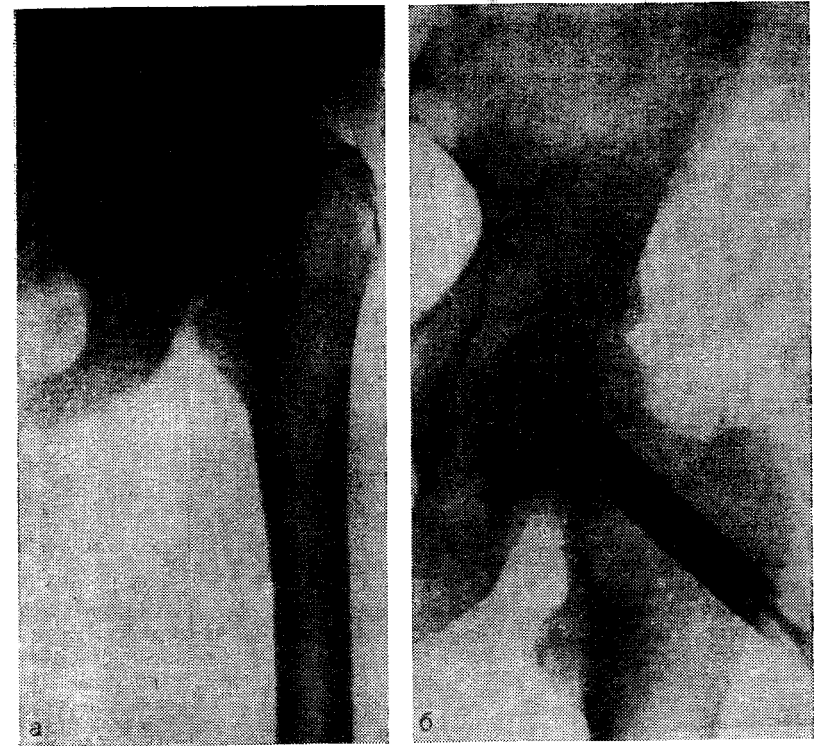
Остеосинтез косого перелома шейки бедра, а — рентгенограмма до операции; б — то же после операции.
